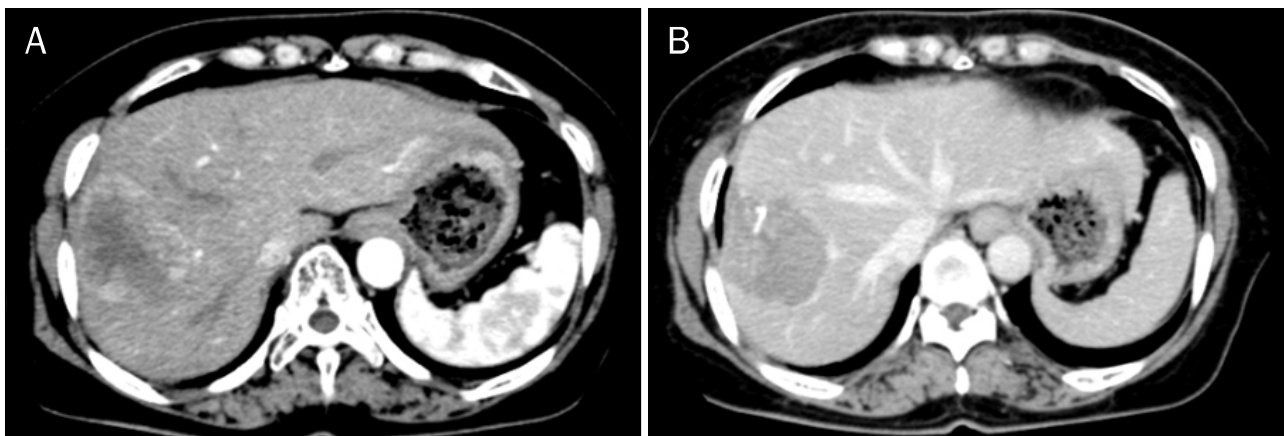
Abdominal CT scan. (A) Arterial phase CT scan showed contrast enhancement of the tumor. (B) Portal venous phase CT scan showed washout of contrast from the tumor.
